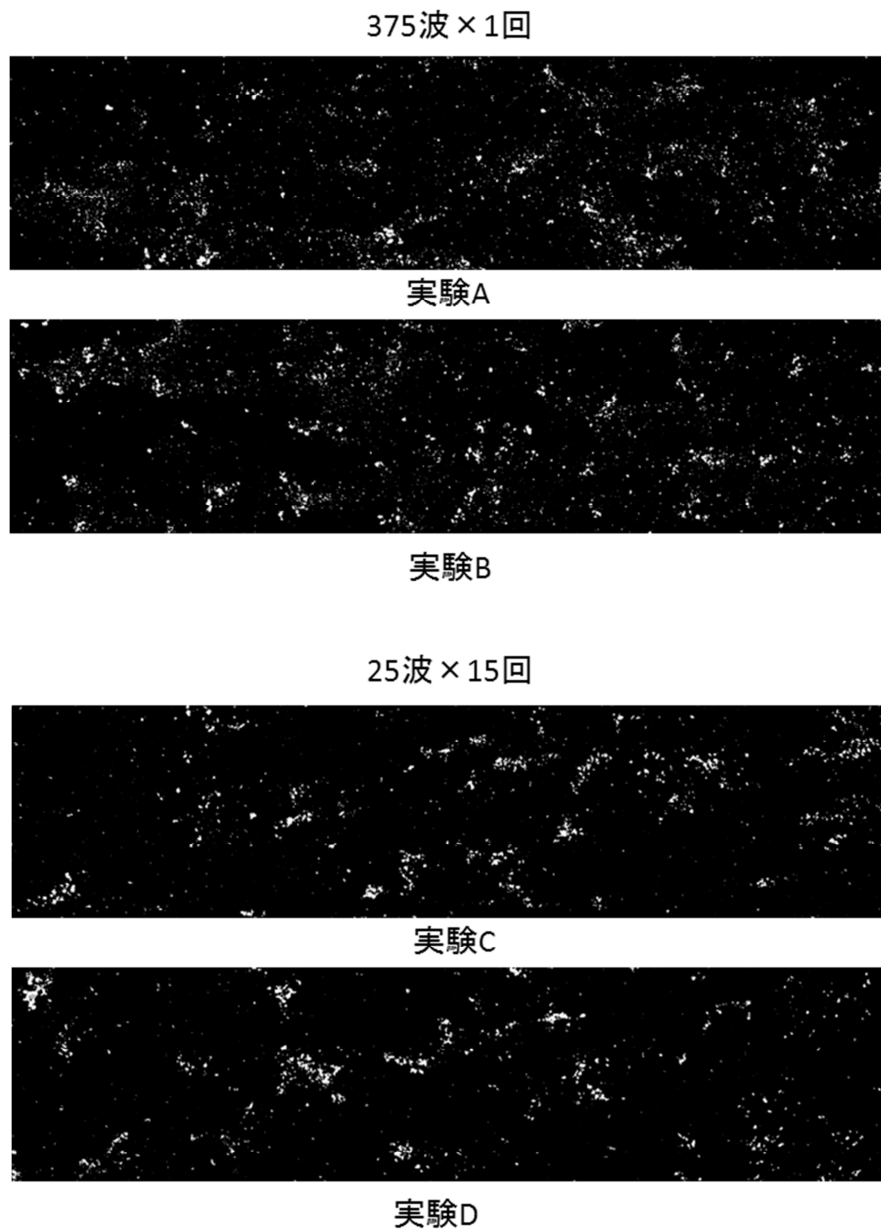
超音波照射シーケンスと微小窪み観察結果
